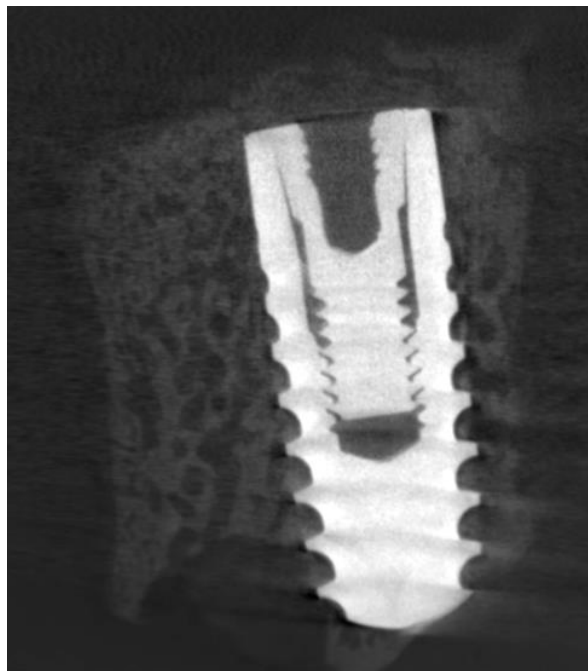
Срез микро-КТ одного из имплантатов A2 Classic
